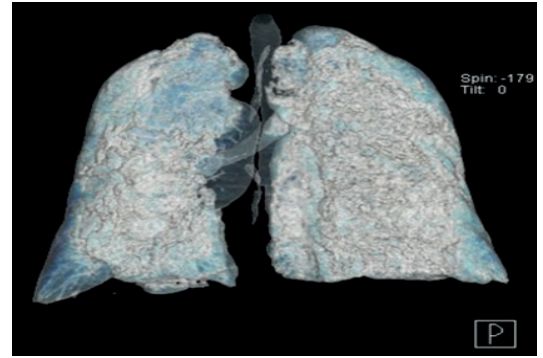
Tomografía de tórax recreación 3D pulmones al tercer día de estancia intrahospitalaria
